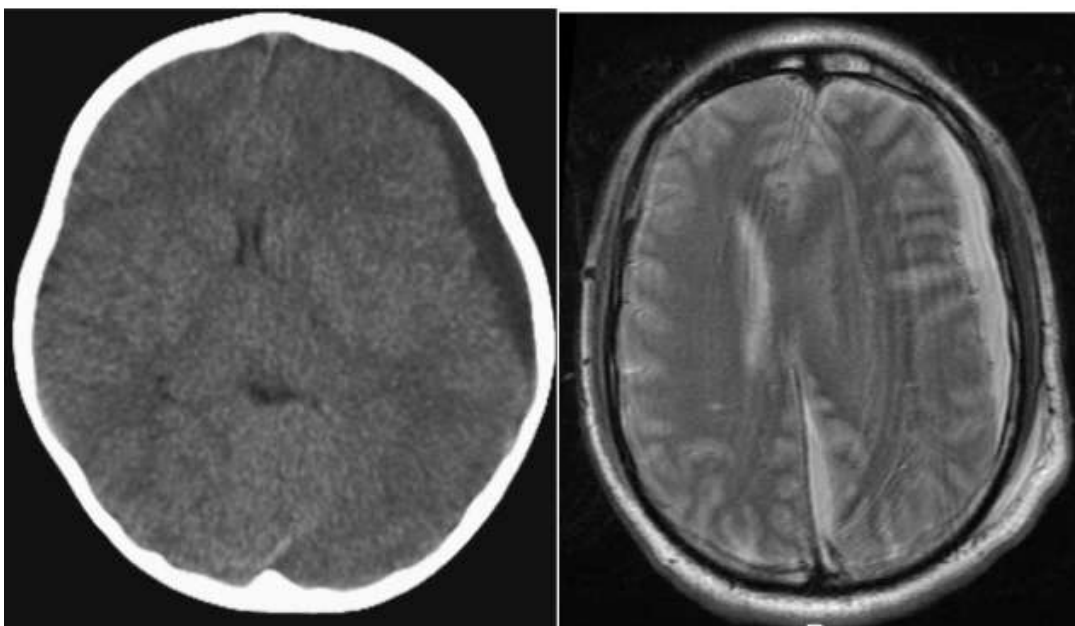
Patient présentant un empyème sous-dural temporo pariétal gauche secondaire à une infection otologique. TDM cérébrale à gauche et IRM pondérée en T2 à droite [8]
